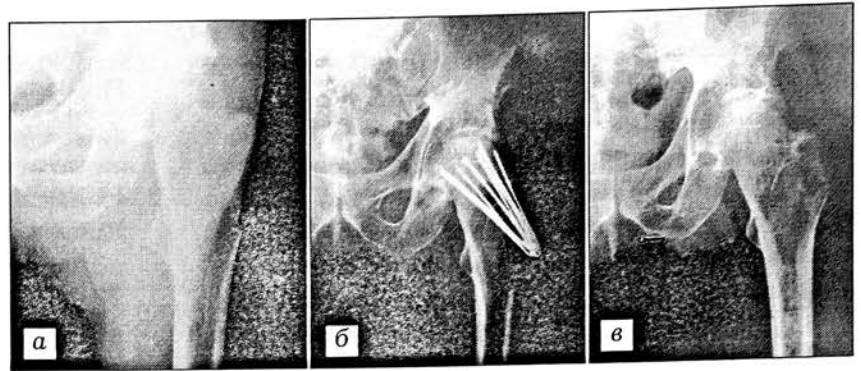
Рентгенограммы больной С. с трансцервикальным переломом левого бедра.
